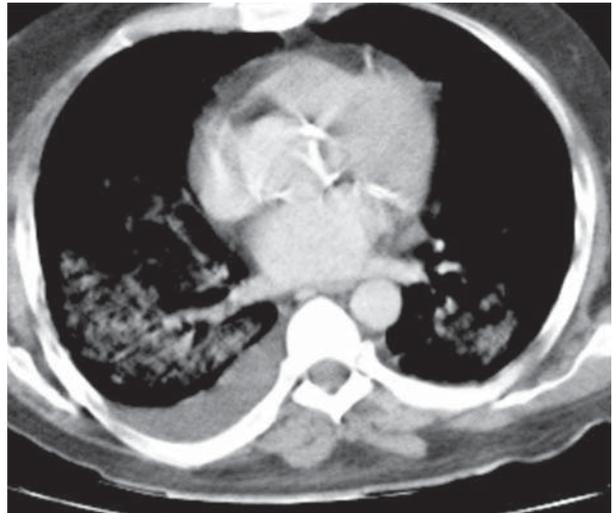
TC de tórax (janela para mediastino): derrame pleural e áreas de consolidação, notadamente à direita.
